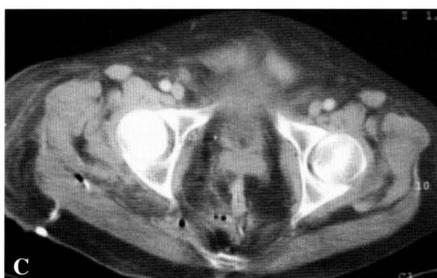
Cortes de tomografía computarizada. (A) Muestra un absceso glúteo derecho y aire disecando la musculatura del periné. (B) Aire disecando planos musculares de la pierna derecha. (C) Trayecto fistuloso.
